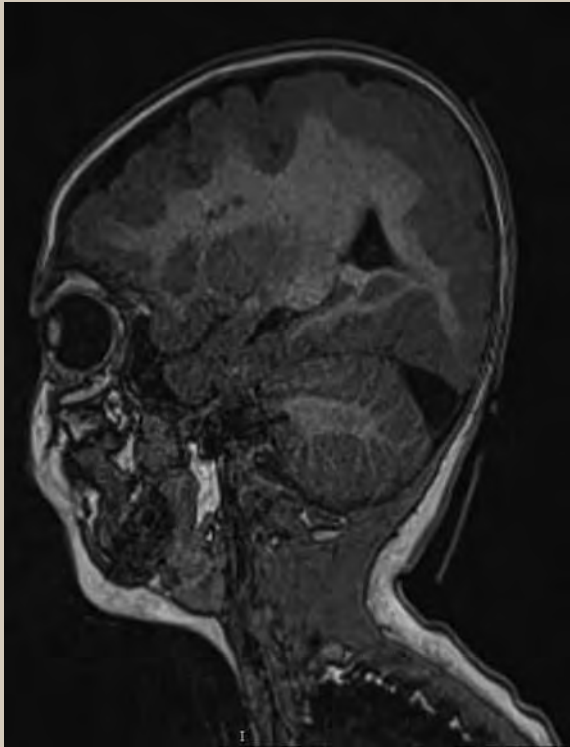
Resonancia magnética cerebral en secuencia T1 en corte sagital que identifica apariencia lisa y disminución de la surcación de la superficie cortical cerebral, así como heterotopías periventriculares frontales
